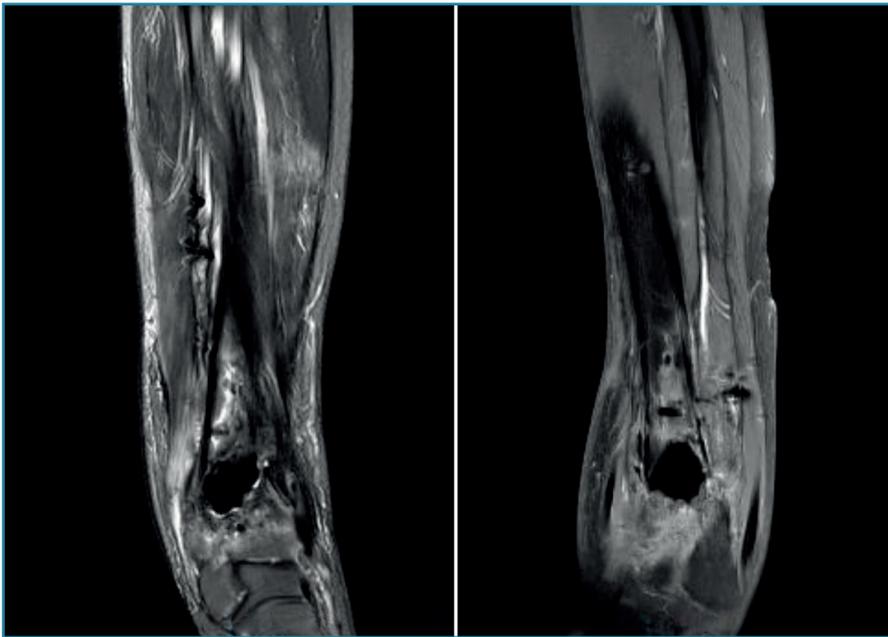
Resonancia magnética un año tras la fractura, informada como lesión endomedular en la tibia distal con tejido de granulación, con extensión a través del defecto óseo al vientre muscular del flexor hallucis longus. Sospecha de pseudoartrosis asociada a una osteomielitis crónica.
